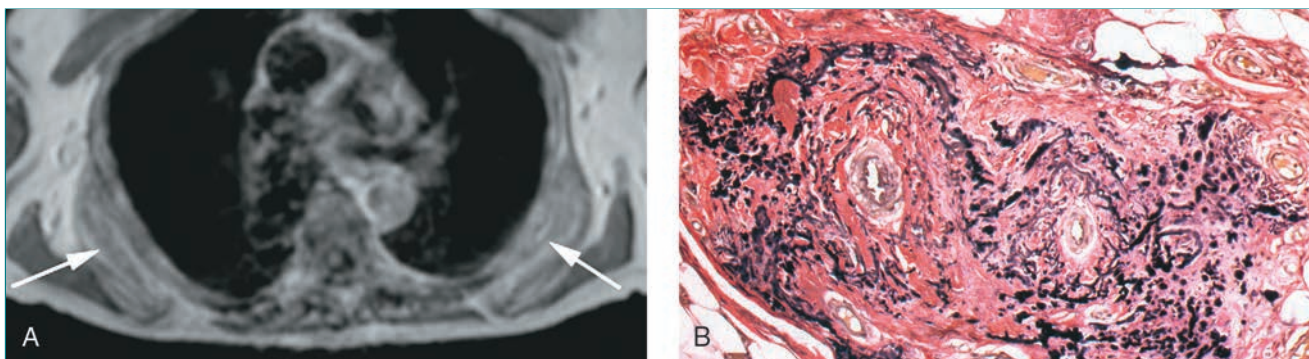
Elastofibroma. A, La RM axial de tórax de una mujer de 73 años pone de manifiesto masas de partes blandas bilaterales (flechas) entre el ángulo de la escápula y la pared torácica subyacente compatibles con elastofibromas. B, La imagen microscópica de gran aumento revela el aspecto en rosario de las fibras elásticas mezcladas con las abundantes fibras de colágeno. La tinción para elastina pone de relieve las fibras elásticas a lo largo de la lesión (hematoxilina y eosina). Obsérvese la abundante vascularidad.
